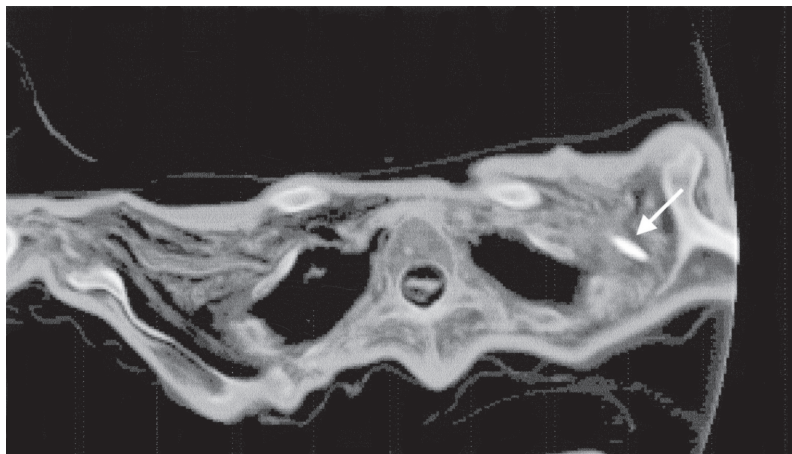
Im CT ist stellt sich die Pfeilspitze als schattendichter Fremdkörper dar. In Folge einer Blutung (Hämatom) ist das Gewebe um den Fremdkörper wesentlich dichter als jenes der Gegenseite.
